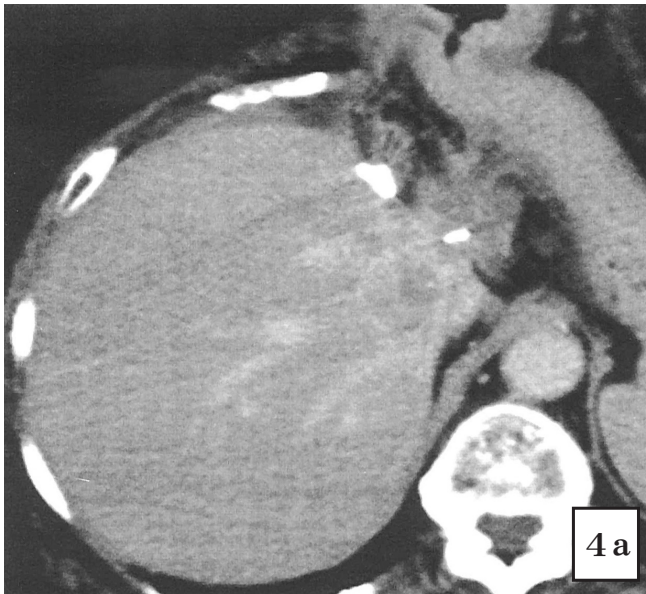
Abdominal CT (4a) and PET-CT (4b) showed a second recurrence in the caudate lobe of the residual liver 1 year and 6 months after the lymph nodes resection
